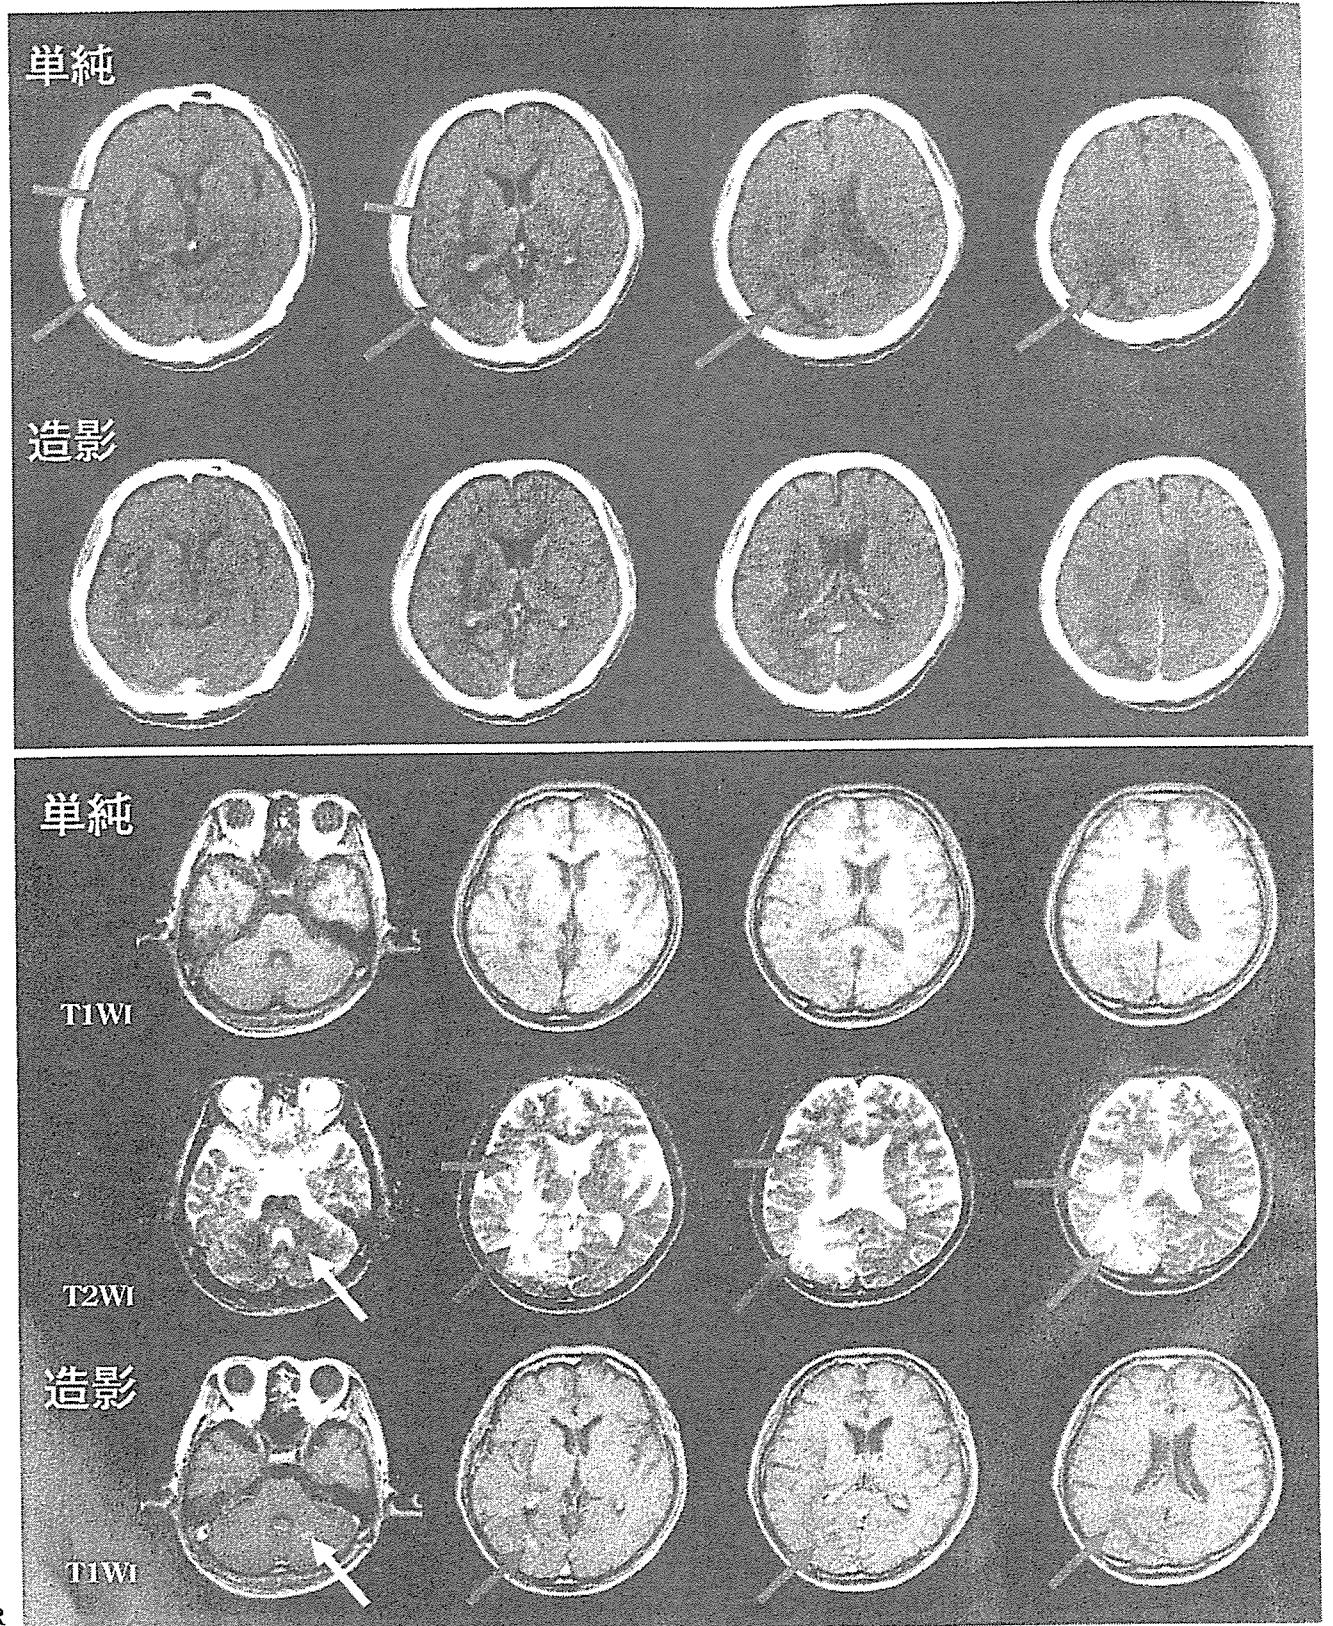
入院時の頭部CT(上段)・MRI(下段)画像
